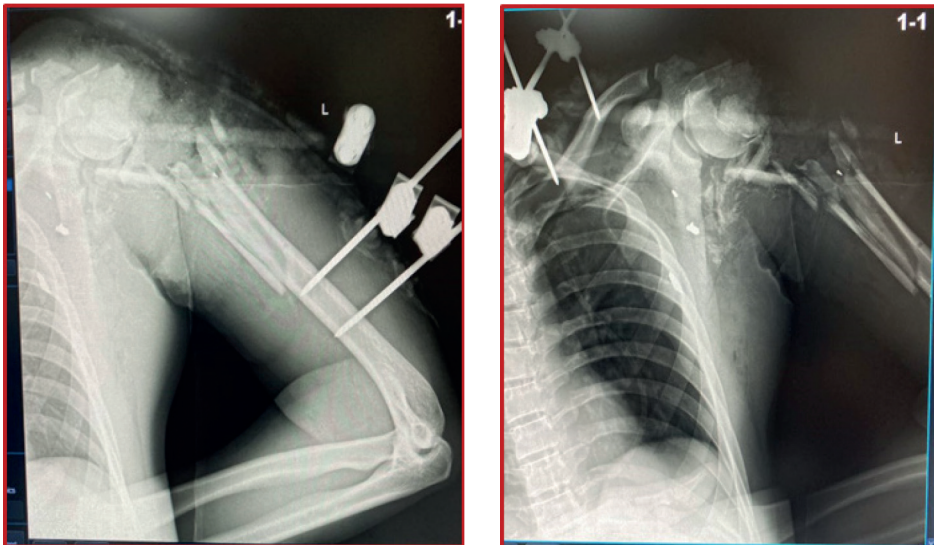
Післяопераційна рентгенограма правого плечового суглоба та від 18.06.2022 р.
